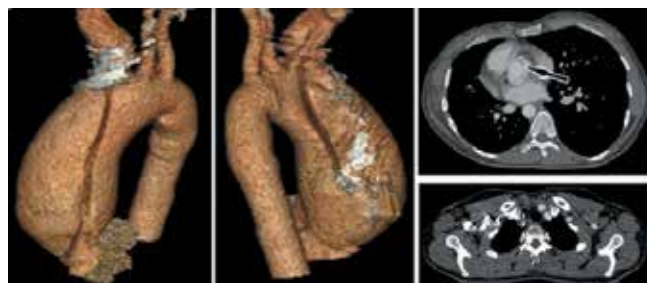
Дооперационная МСКТ-аортография.
